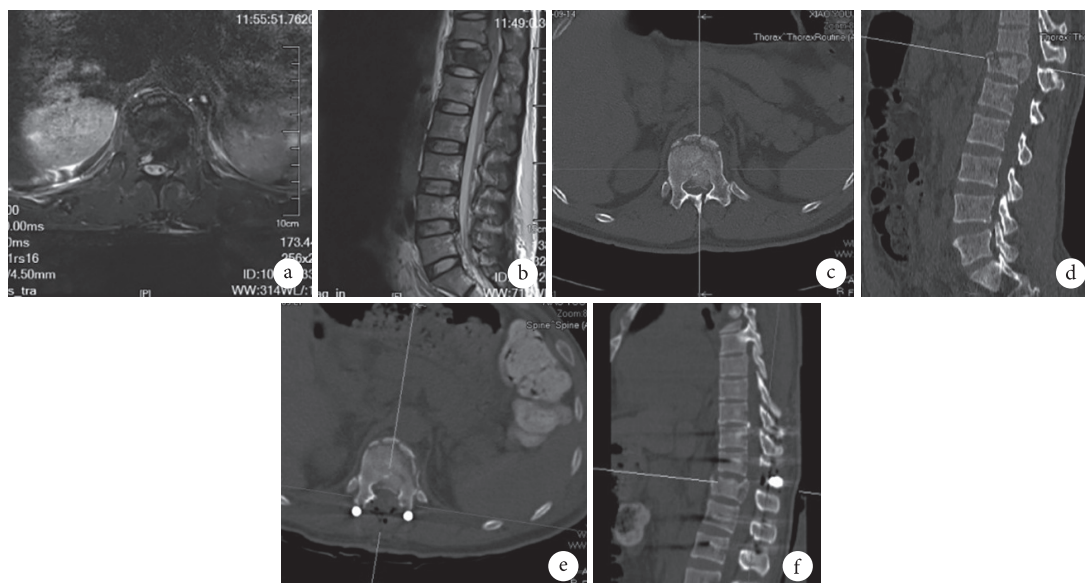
非减压组患者,男,41 岁,高处坠落伤致 T₁₂ 椎体骨折 a、b. 术前横断位和矢状位 MRI; c、d. 术前横断位和矢状位 CT; e、f. 术后 1 个月横断位和矢状位 CT
